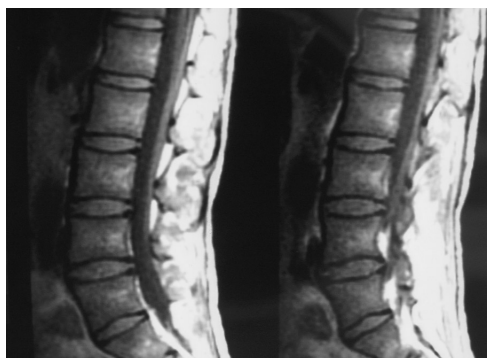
RM SE T1 sagital columna lumbar. Médula grasa de señal alta alrededor de vasos nutricios. Médula hematopoyética periférica. Aspecto simétrico en todos los cuerpos vertebrales.
